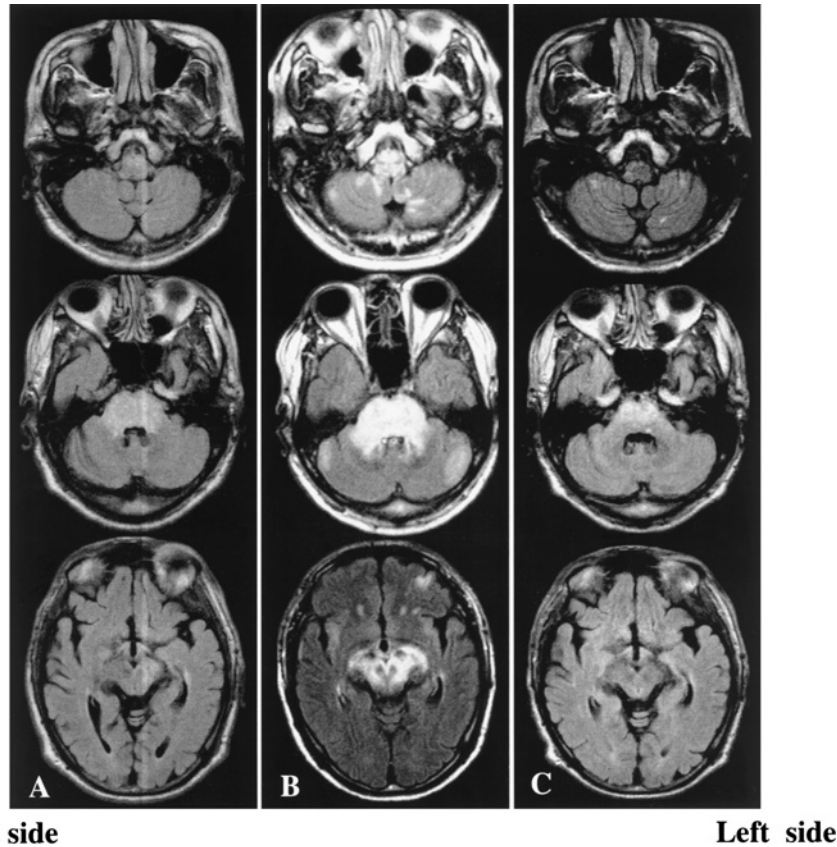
Chronological changes of FLAIR images.
